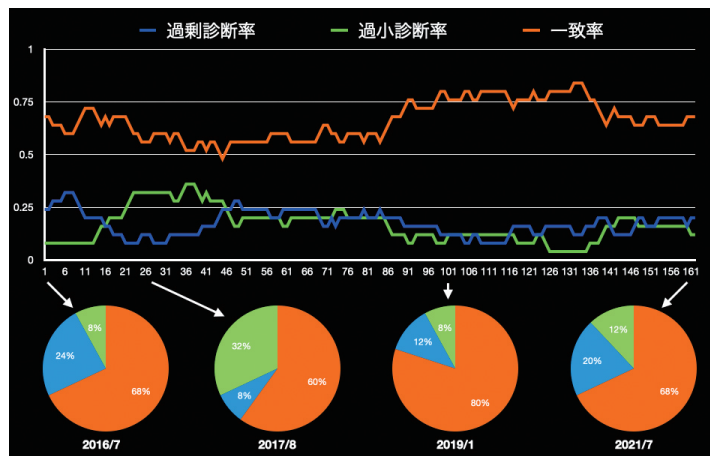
臨床診断予測とアミロイドPETの一致率の経時的変化
